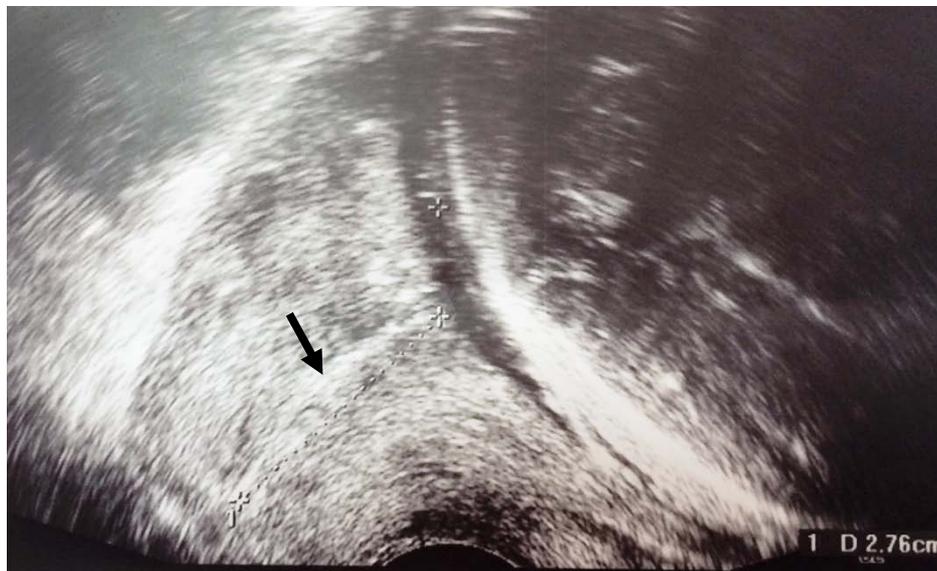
Image échographique d'un col utérin normal mesurant 2,76 cm de longueur, fermé sur toute sa longueur.
